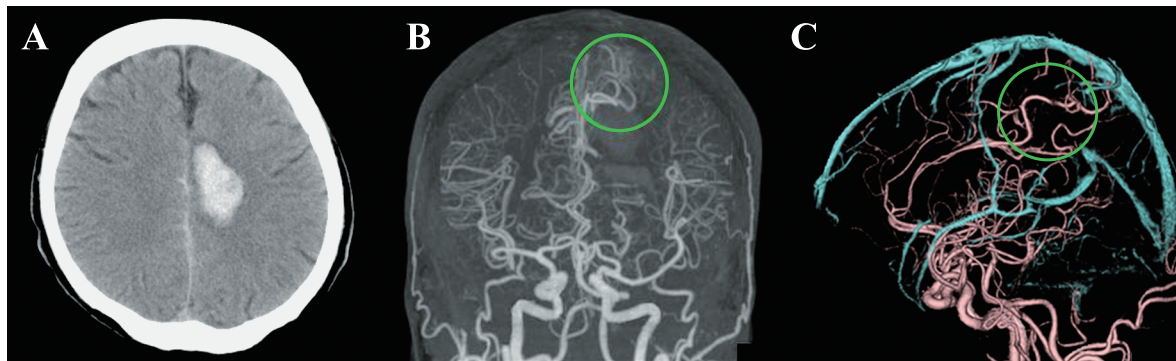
Brain CT and CT angiography.
